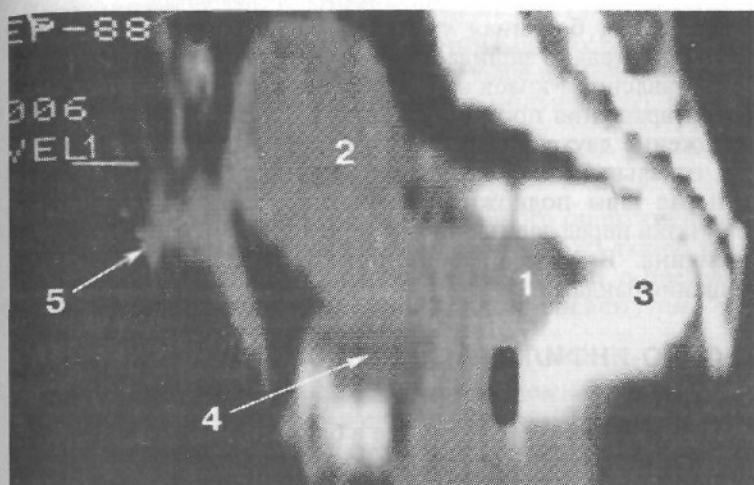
Придатково-брюшностеночный свищ. Томограмма.
